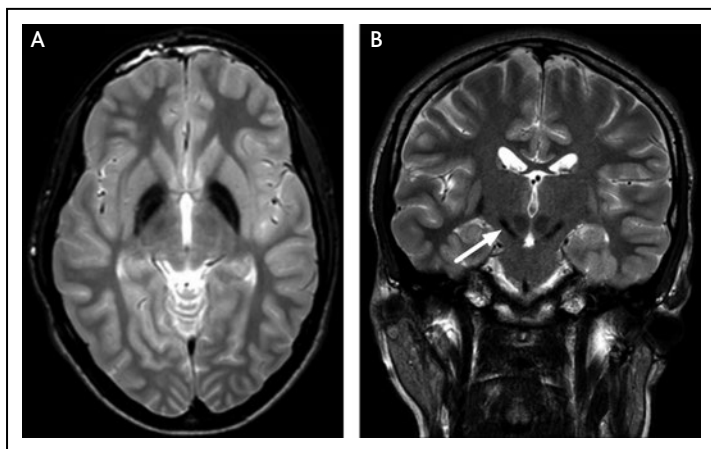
PLAN. Ukladanie železa na T2* a T2 sekvenciách v globus pallidus (A) a substantia nigra (B), splývavé hyperintenzity bielej hmoty na FLAIR sekvencii (C), globálna cerebellárna atrofia je častým prejavom (D) (Kruer 2012)
